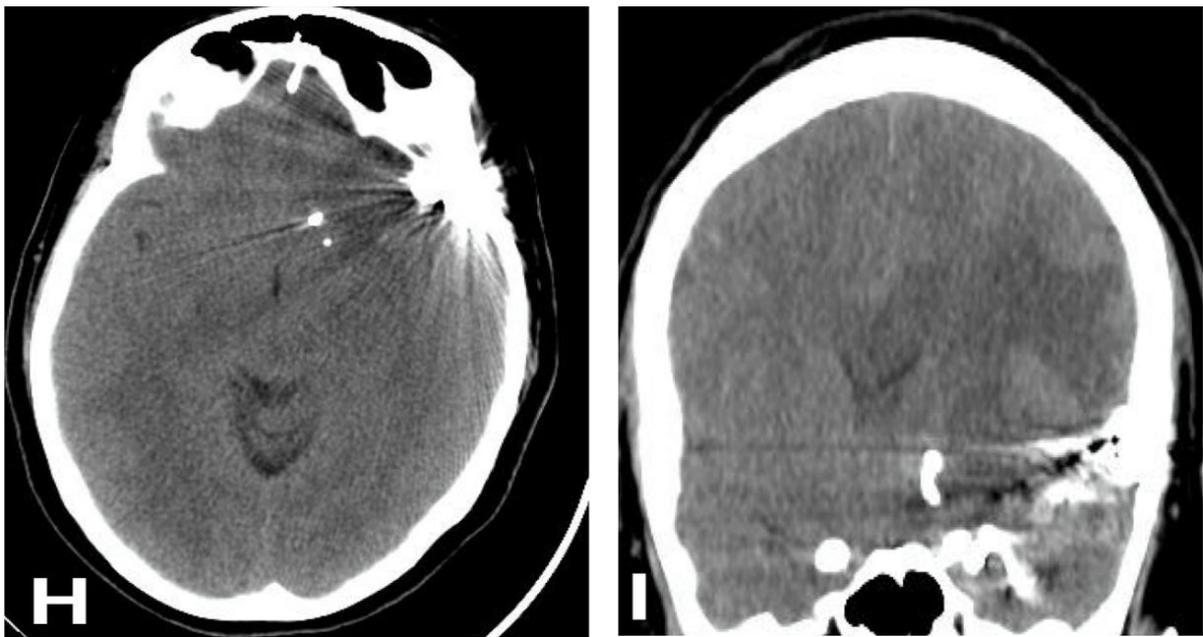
(H, I) Control CT scan of embolized fistula with Onyx, no evidence of bleeding and left frontal hematoma almost reabsorbed
